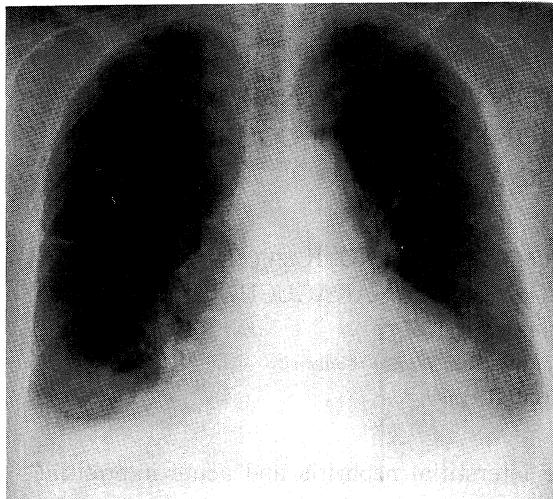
Chest X-ray film on admission (1997.12.08).
